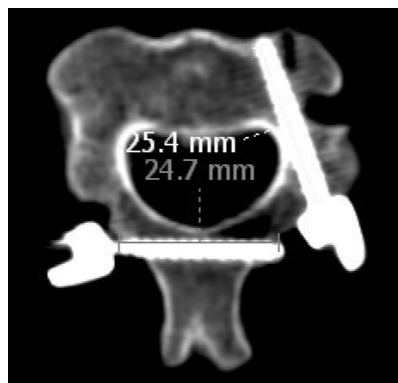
CT 重建测量枢椎椎弓根螺钉和棘突螺钉钉道在骨内的实际深度
